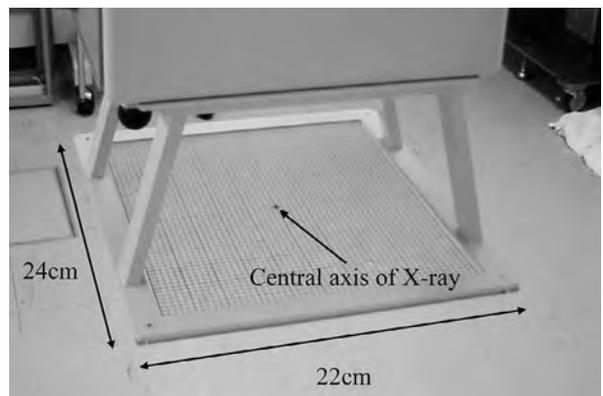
X線管球前面に取り付けてある計測用グリッド
